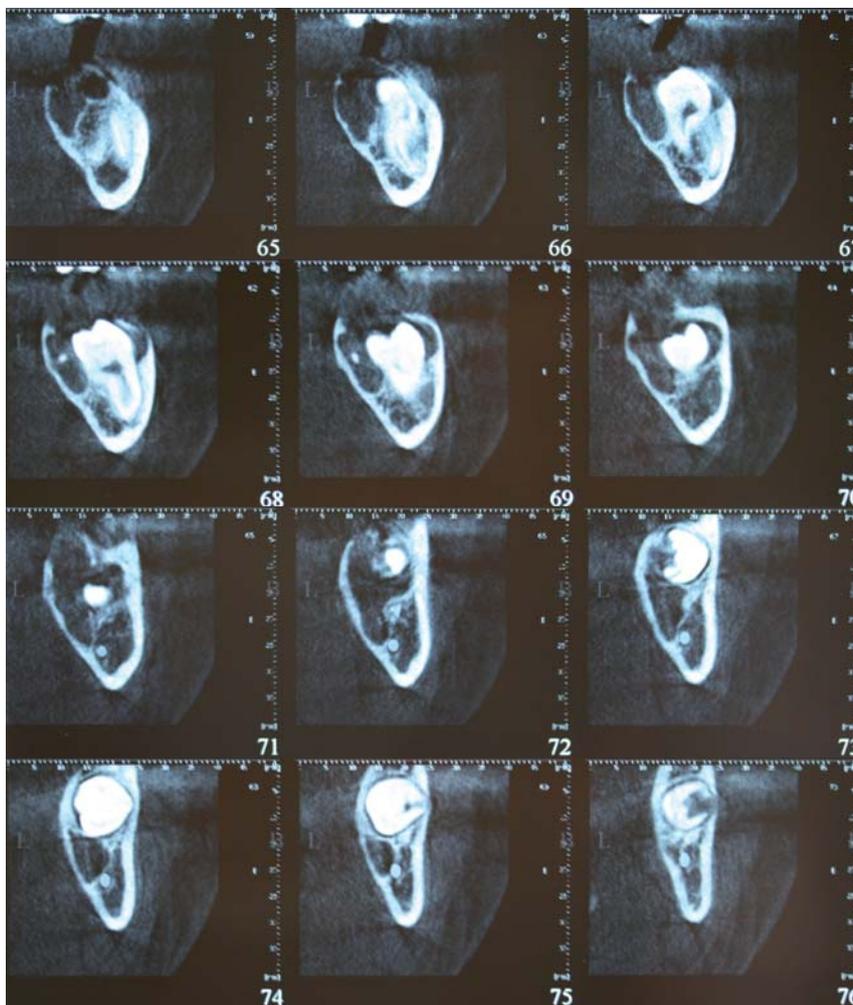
Cortes de la tomografía axial computerizada en los que se aprecia la extensión de la lesión y la integridad de ambas corticales. Además de observa la proximidad al conducto del nervio dentario inferior.
